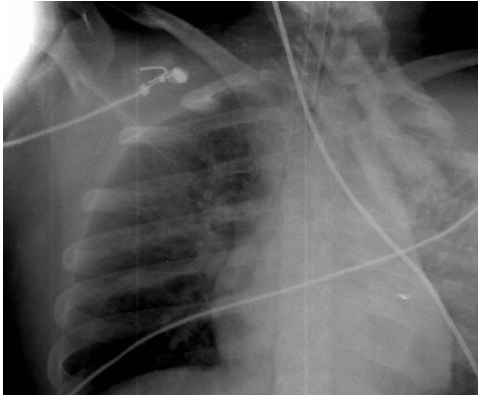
Radiografía de Tórax: fractura de primera costilla derecha no desplazada.
